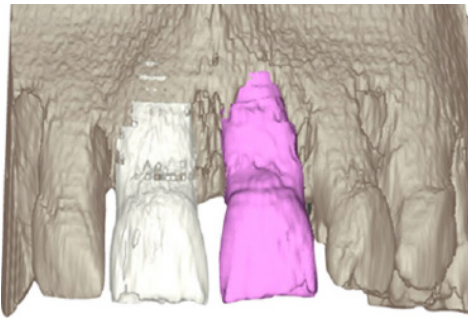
Fichier dicom issu d'un CBCT avec segmentation de la dent controlatérale correspondante à l'édentement.
